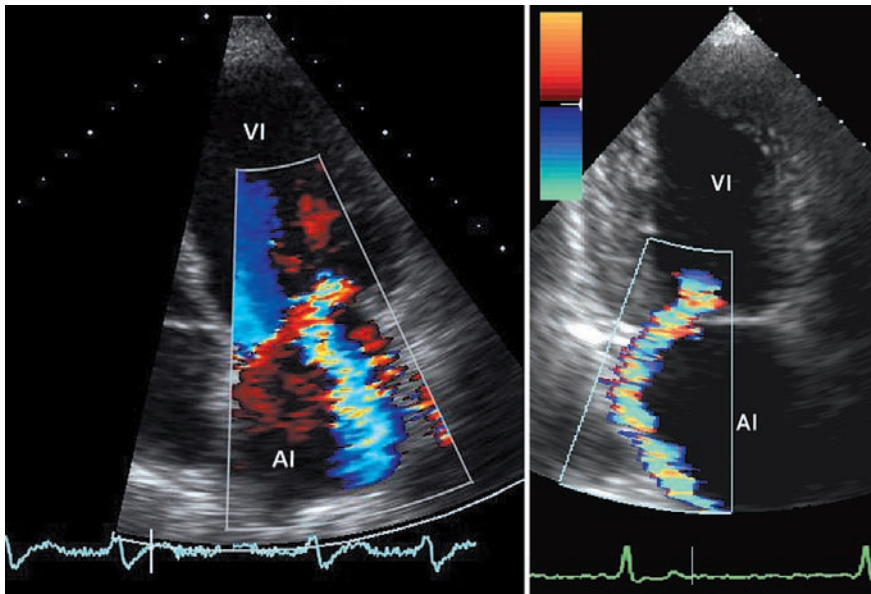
Imagen con Doppler color de una insuficiencia mitral severa en proyección apical de cuatro cámaras (imagen izquierda) y dos cámaras (imagen derecha). Con esta técnica puede observarse tanto la extensión como la distribución espacial del chorro de regurgitación que en este caso, discurre por la cara lateral e inferior de la aurícula izquierda. VI: ventrículo izquierdo. AI: aurícula izquierda.
